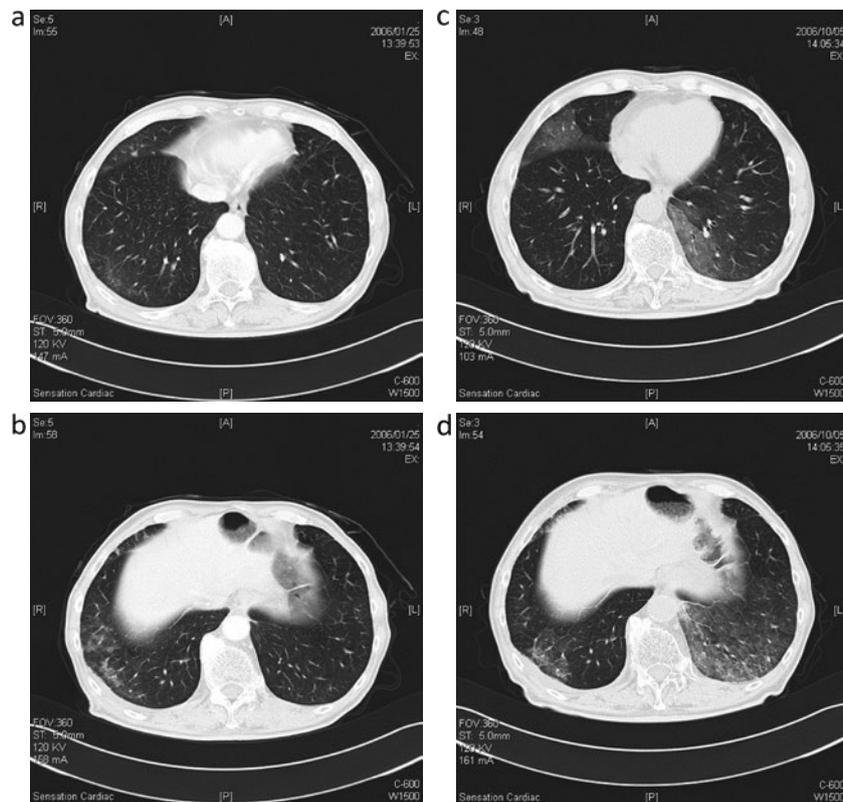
胸部CT. (a, b) X年1月. (c, d) X年10月. 両側肺下葉に移動するすりガラス状陰影を認めた.
